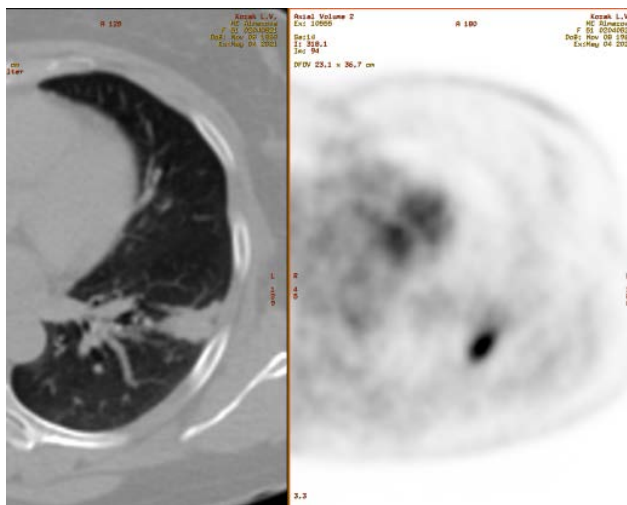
СКТ и PET-КТ до операции
